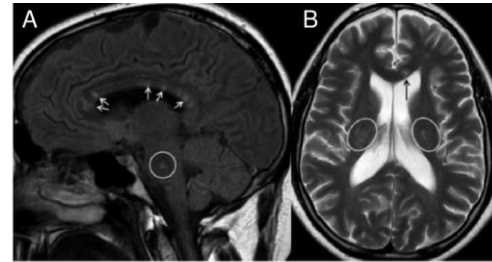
Brain MRI with sagittal (A) fluid attenuated inversion recovery, and axial (B) T2-weighted sequences of two patients with SuS with typical callosal lesions (arrows) that show a distinctive round appearance, leading to the term 'snowball'-like lesion. Note the pontine and periventricular involvement (circles in A and B), which can also appear in SuS.
